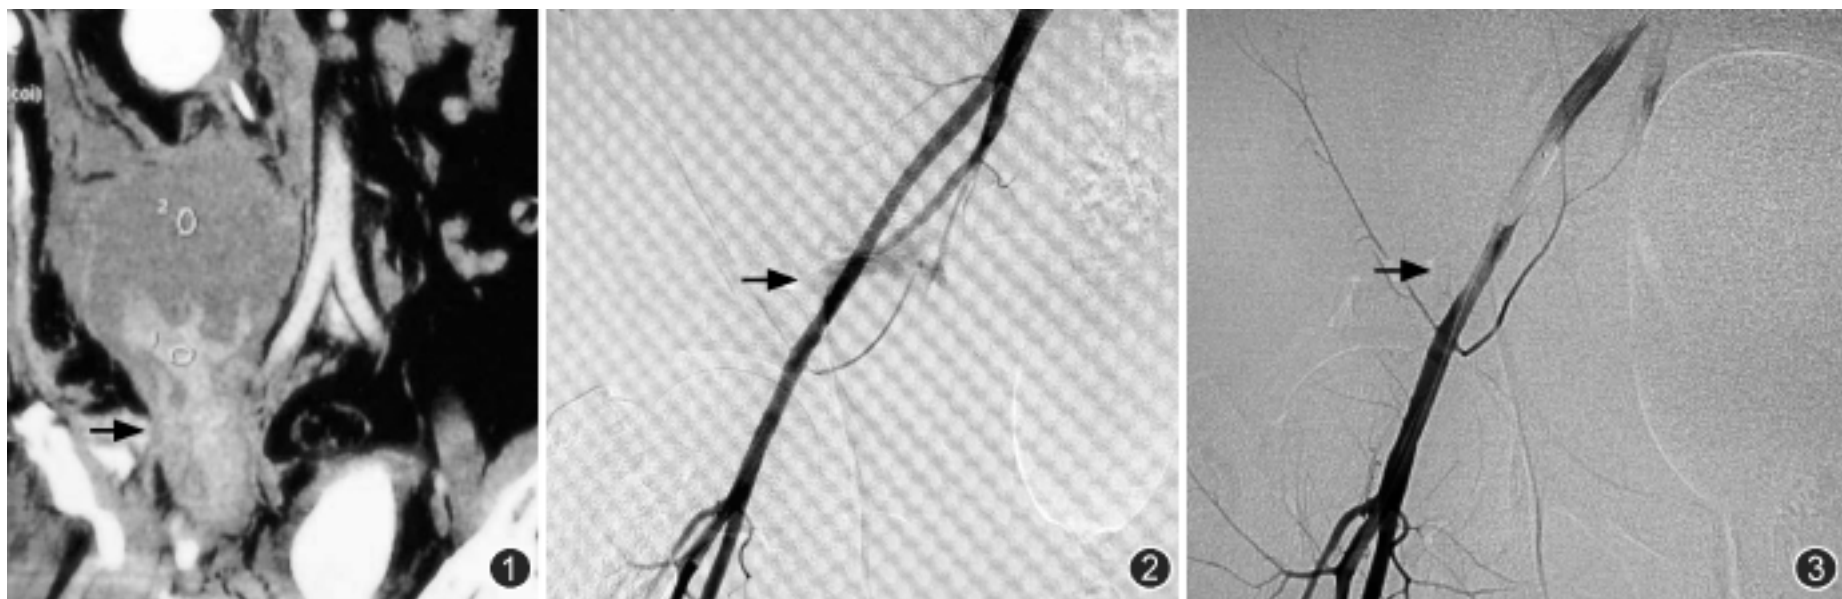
CT 增强扫描示右侧髂窝至肾下腹膜后软组织团块, 对比剂自底部进入 (箭), 但髂外动脉漏口未能显示 图 2 经股动脉鞘管注入对比剂时见对比剂经髂外动脉下段溢到软组织内, 呈不规则片状 (箭) 图 3 髂外动脉置入球囊 (箭) 20 min 后, 出血停止, 局部血管变细
